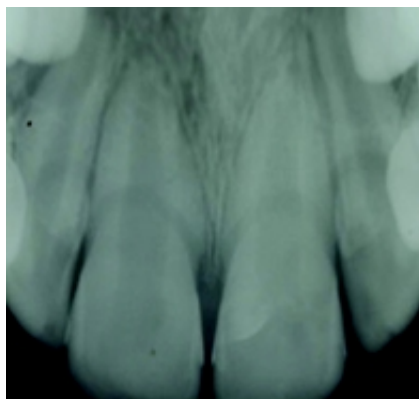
Control a distancia: Radiografía de los incisivos superiores del paciente tomada 31 meses después de suspendido el tratamiento de protracción.
